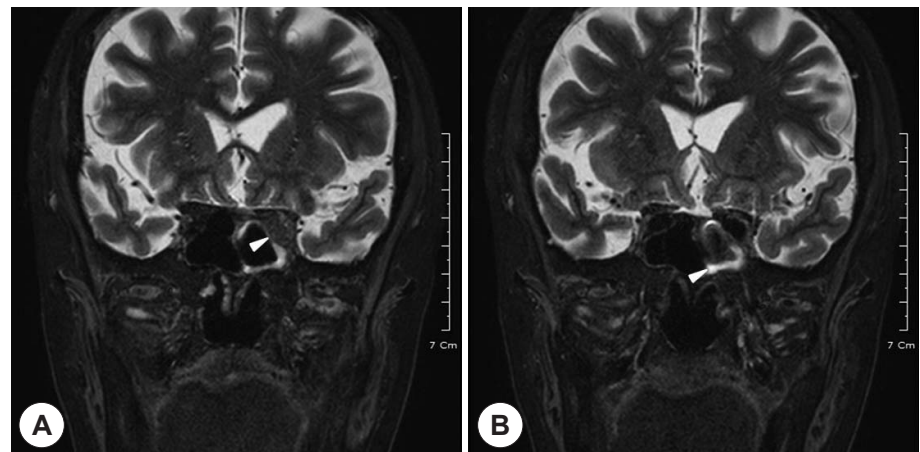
Fat-saturated T2 weighted view on MRI, done on day 40 of steroid pulse therapy, shows reduced extent of infiltrative mass in the left orbital apex (A, white arrow), and improved state of lesion of the inferior orbital fissure and left cavernous sinus (B, white arrow).
